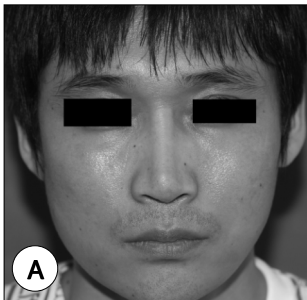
코끝용기를 위하여 너무 긴 L-silicone를 사용하여 발생한 columella의 틀어짐 (A). 실리콘의 제거 (B). CT scan상 maxillary bone의 erosion소견이 보인다 (C).
